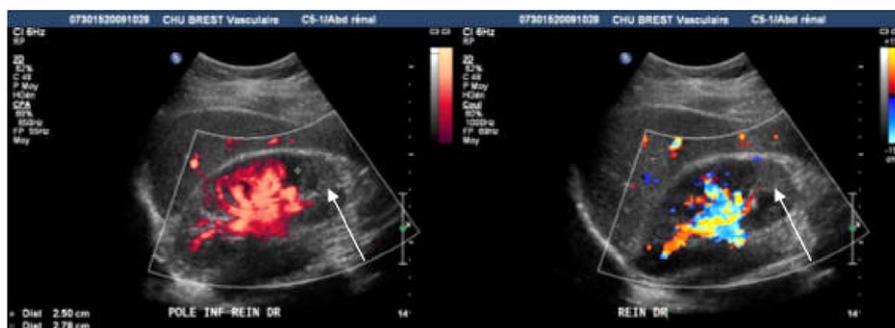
Écho-doppler rénal retrouvant une zone infarctée polaire inférieure droite.
